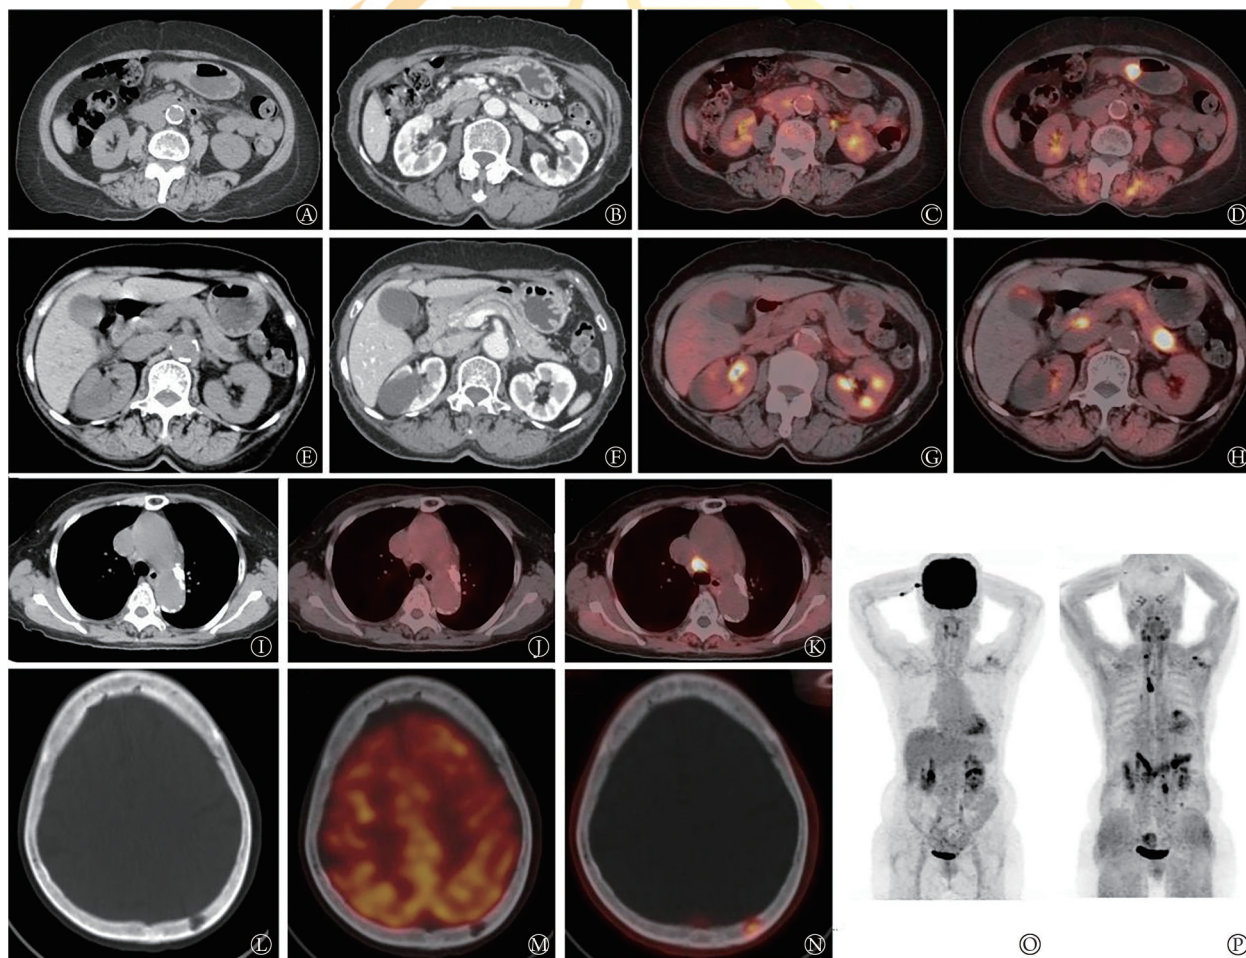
1例胃腺癌合并多发性转移的<sup>18</sup>F-FDG和<sup>18</sup>F-FAPI PET/CT成像
